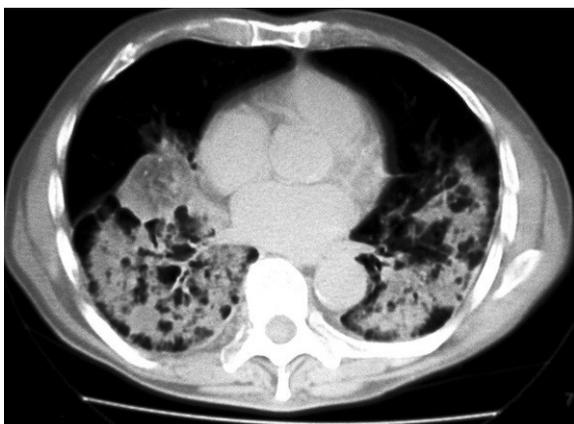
Tomografía axial computarizada de tórax tras 2 semanas de tratamiento antibiótico, donde se aprecia patrón de consolidación alveolar con imagen de masa pulmonar de aspecto heterogéneo y áreas de baja densidad.
